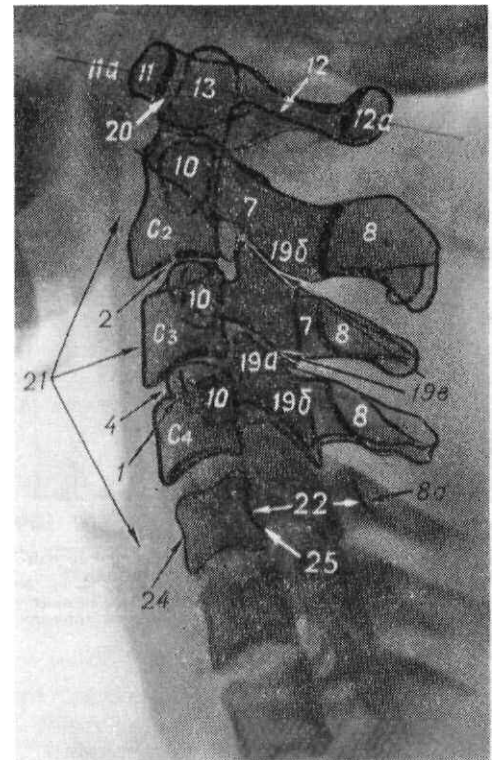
Рентгенограмма шейных позвонков в боковой проекции.
